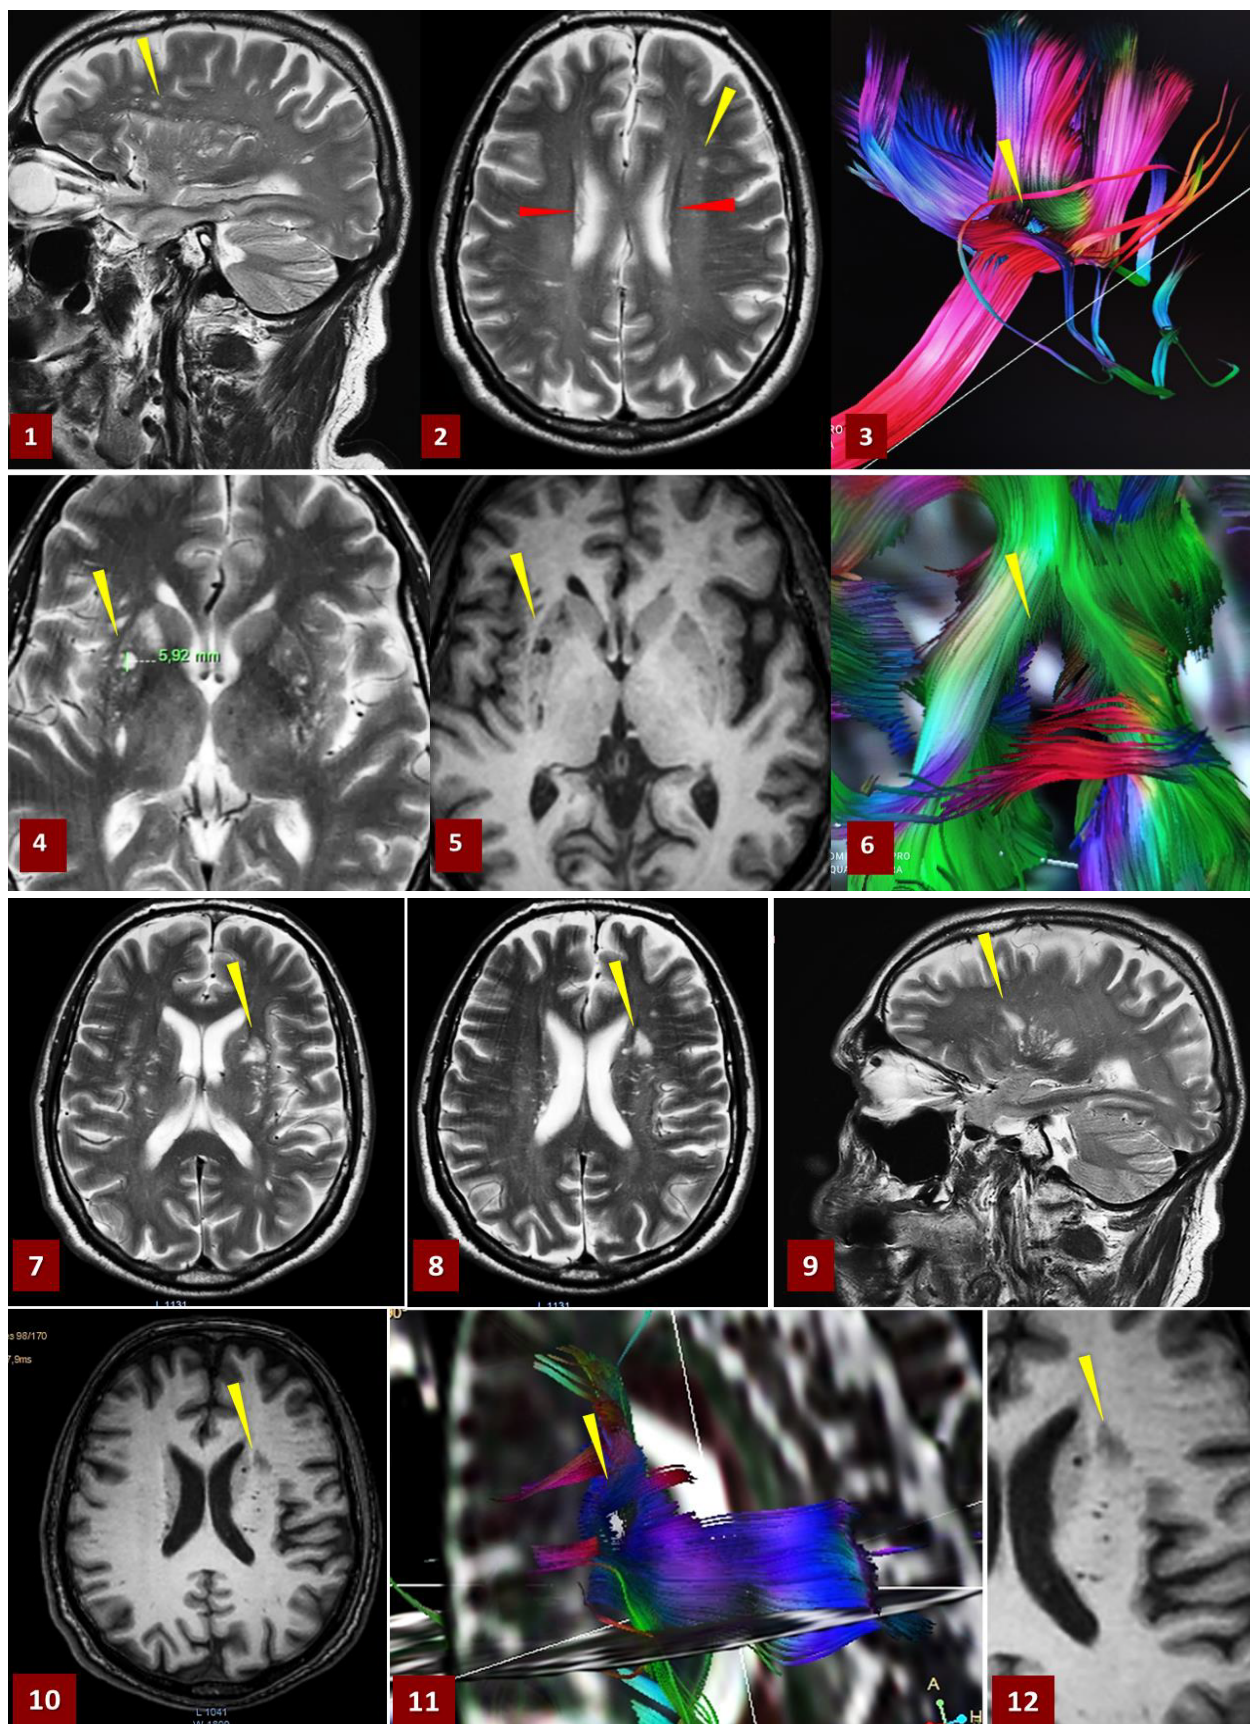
МРТ ($AX T_1$, T_2 WI, DTI fiber trac) пацієнта Л. ГІГБРГМ (1,2) з частковим обривом волокон (3); розширені ПВП: криблора 5,9 мм (4,5) з девіацією волокон (6); ЛІ діаметром до 14 мм (7-11) з обривом волокон.
